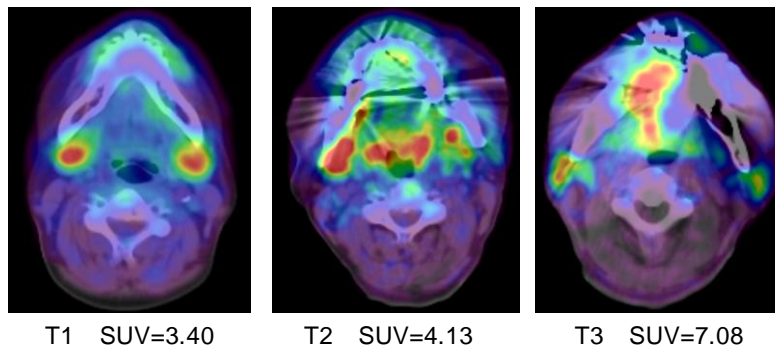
$^{18}\text{F}$ -Choline PET
